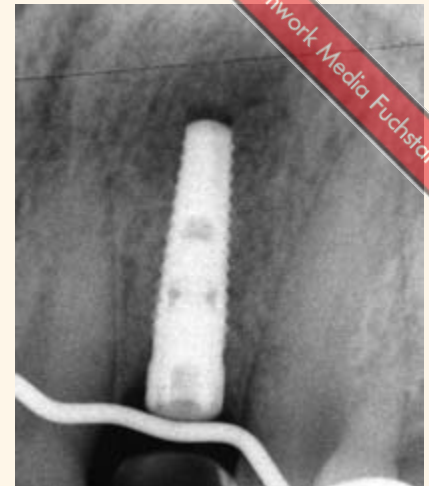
Röntgenkontrolle: Das Implantat hat ausreichenden Abstand (2-2,5 mm) zum Pontic
